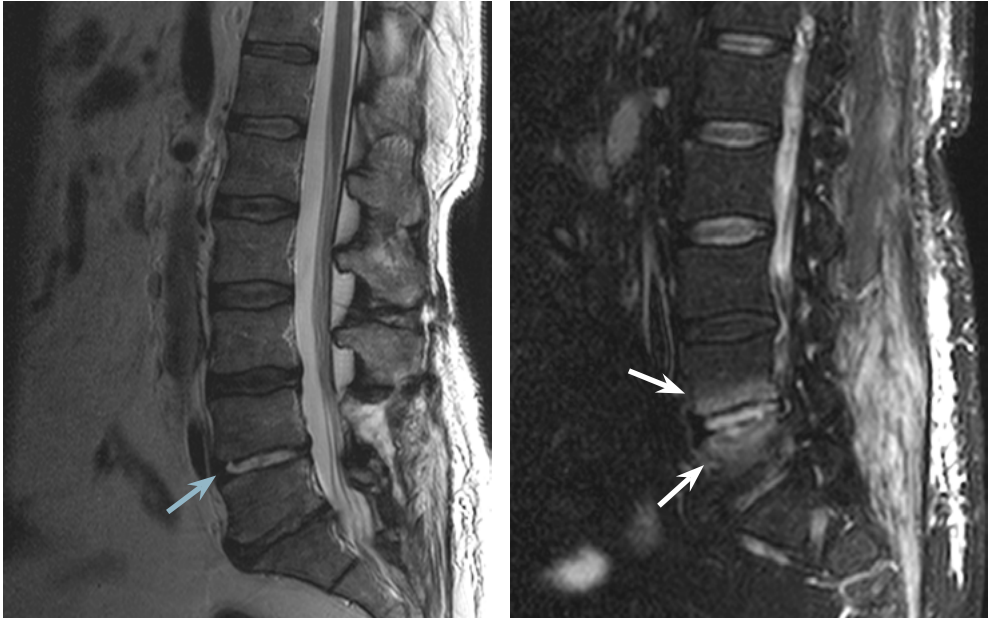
La RM es útil para la evaluación de las espondilodiscitis. *Izquierda:* secuencia sagital T2 en la que se observa hiperseñal causada por edema en el disco intervertebral del espacio L4-L5 (flecha azul). *Derecha:* secuencia sagital STIR donde es más evidente el edema óseo de las superficies vertebrales adyacentes al mencionado interespacio (flechas blancas). Estos hallazgos son sugestivos de espondilodiscitis.
